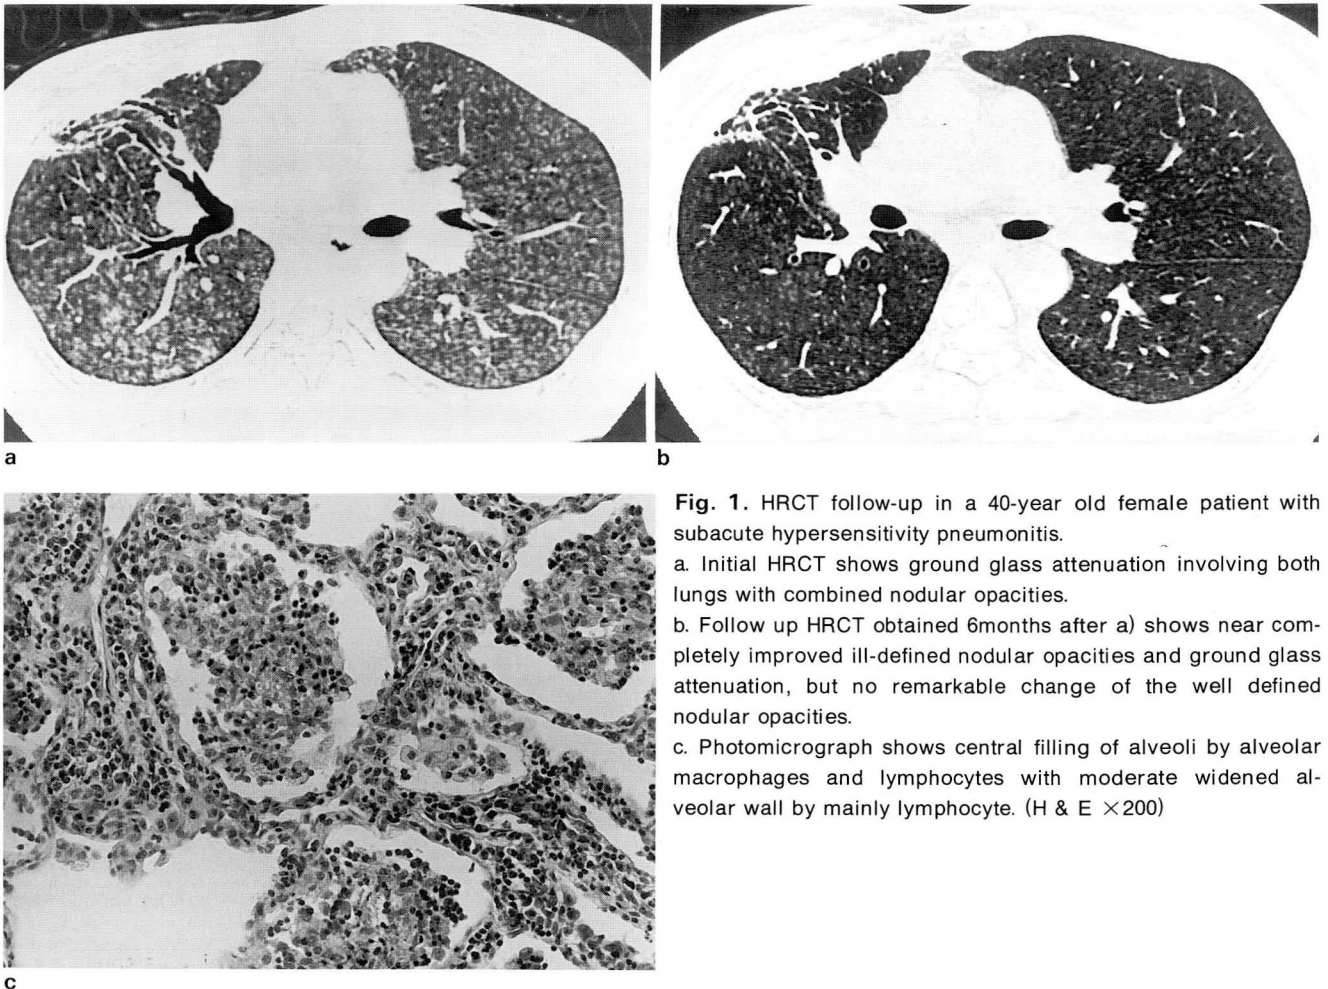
HRCT follow-up in a 40-year old female patient with subacute hypersensitivity pneumonitis.
